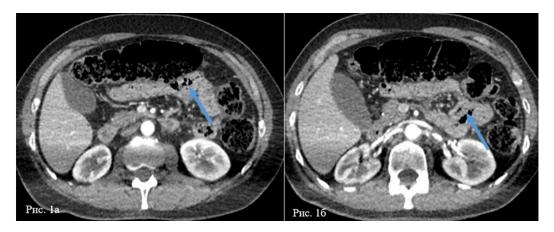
КТ живота, аксиальные проекции: \mathbf{a} – интрамуральный газ (голубая стрелка); $\mathbf{6}$ – утолщение стенки тощей кишки (голубая стрелка) Figure 1. Abdomen CT axial projections: \mathbf{a} – intramural air (blue arrow); $\mathbf{6}$ – bowel wall thickening (blue arrow)
